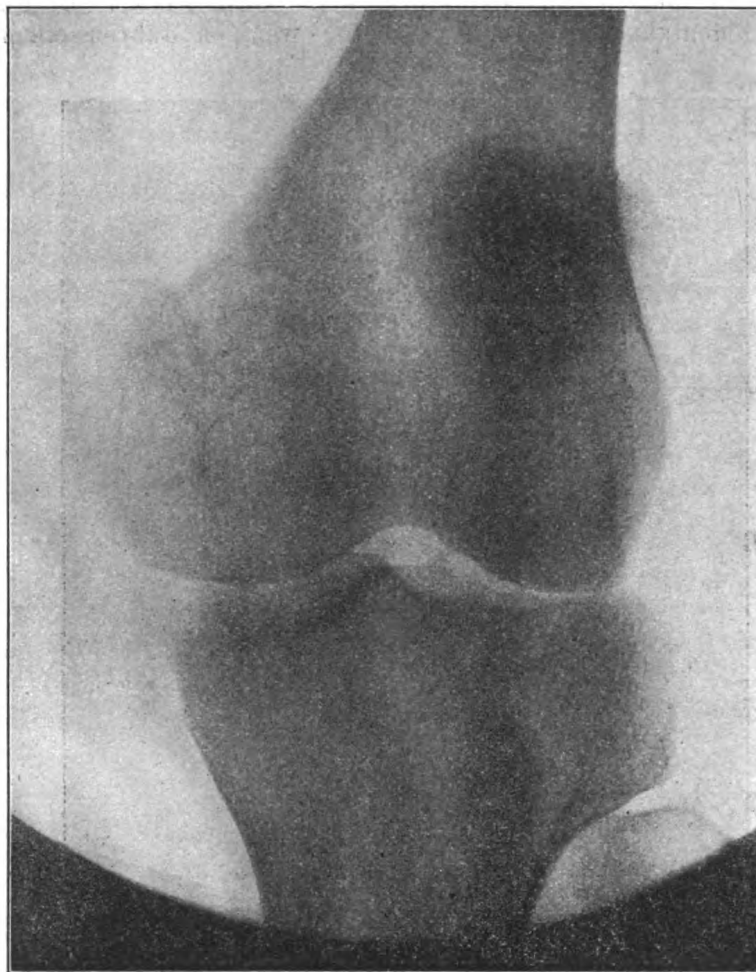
Röntgenbild bei unausgerenkter Kniescheibe.
